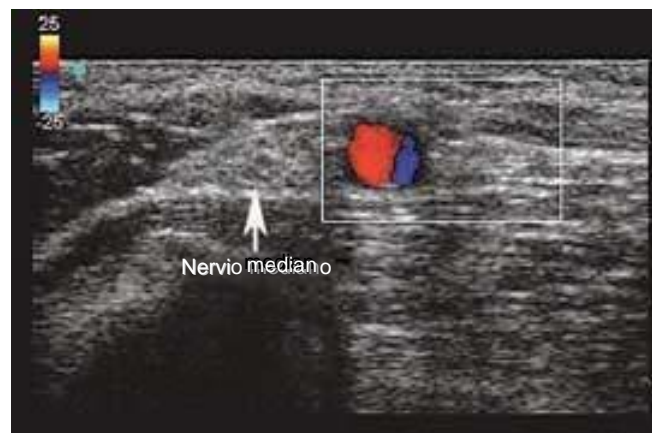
Visualización ecográfica del nervio mediano en posición cubital respecto de la arteria axilar (marcado mediante Doppler en color; unidad de ultrasonido SonoSite MicroMaxx con sonda de 13 MHz).
